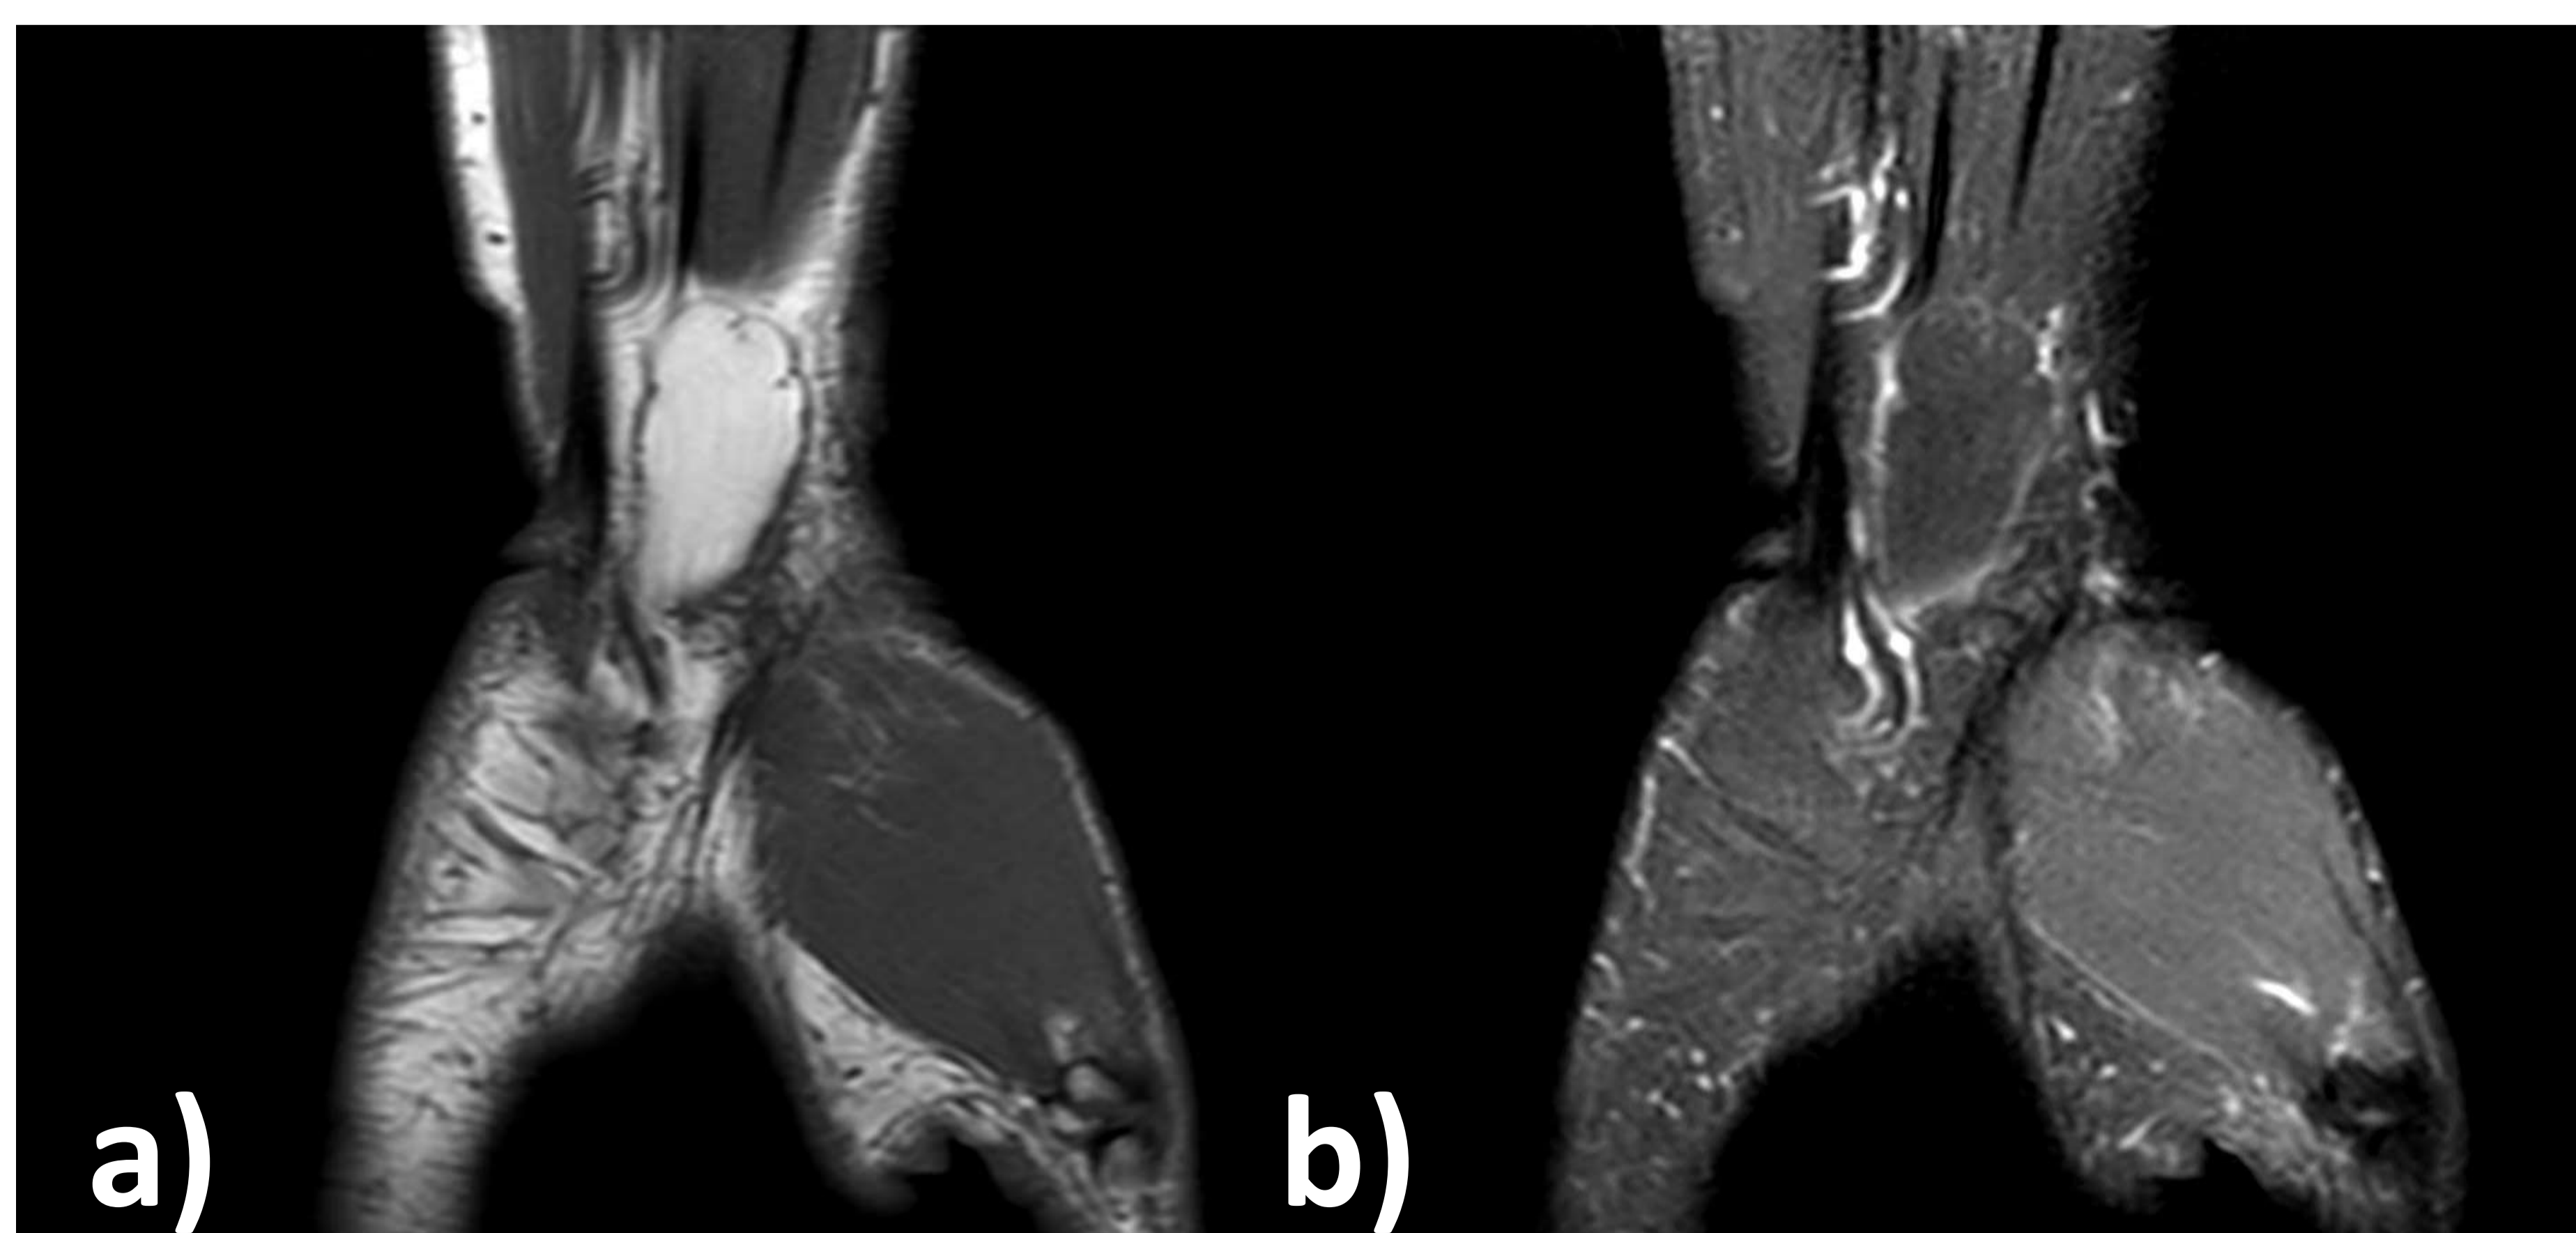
Mismo lipoma en RM. En secuencias potenciadas en T1 en a), vemos una masa circunscrita, homogénea e hiperintensa, que se suprime en STIR en b).
